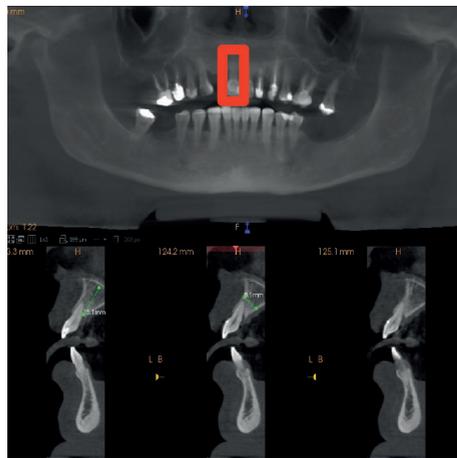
TAC da maxila e da mandíbula.
